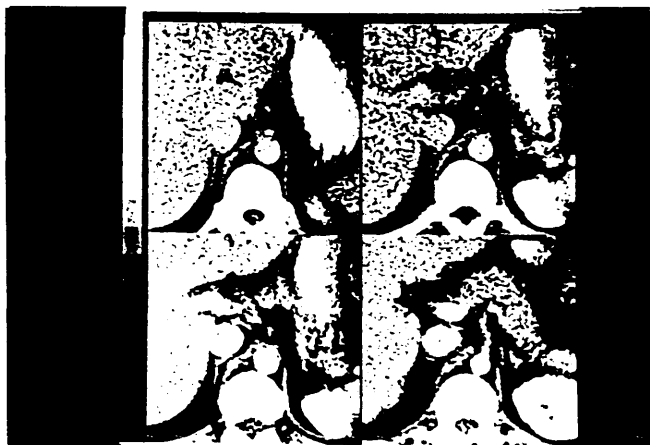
Cortes de CT mostrando unas glándulas suprarrenales normales, rodeadas por la grasa perirrenal.
